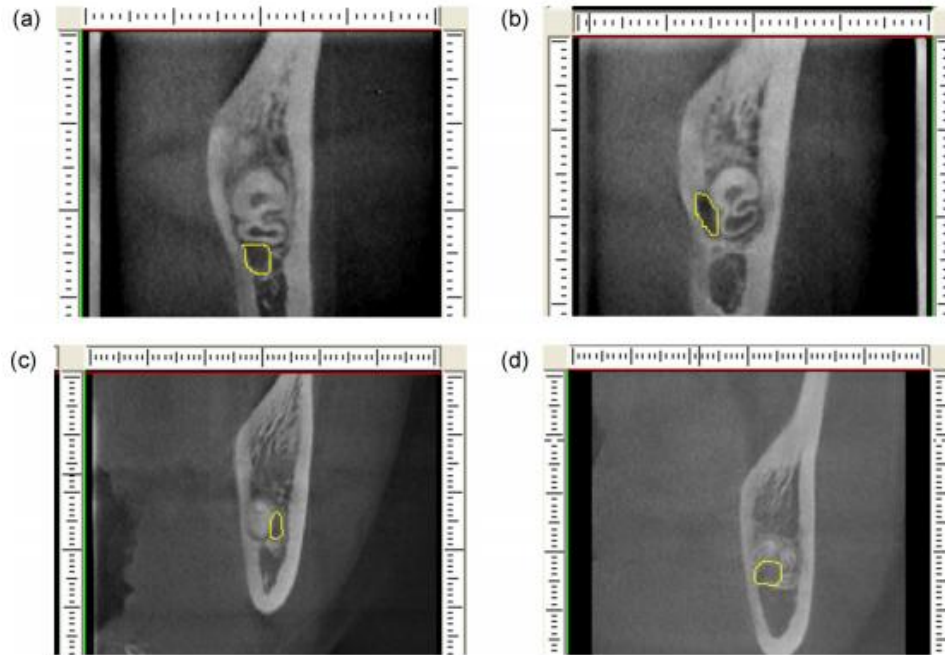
La relación entre el canal del dentario inferior (amarillo) y la impactación dentaria vista de estudio de tomografía computarizada en cone beam dividida en 4 clasificaciones. A) Raíces sobre el canal del dentario inferior; B) Canal sobre superficie bucal; c) Canal sobre la superficie lingual; y d) Canal entre las raíces, donde no hay hueso entre el canal y las raíces (Tomada de Guang-zhou Xu, 2013).
